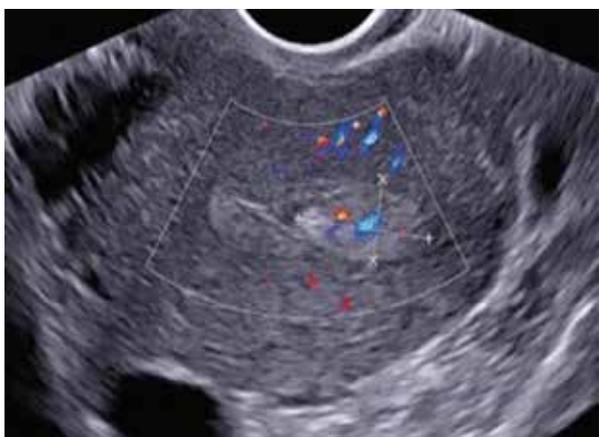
Ecografía Doppler: pólipo endometrial sólido, hiperecogénico, homogéneo con pedículo vascular.<sup>16</sup>
